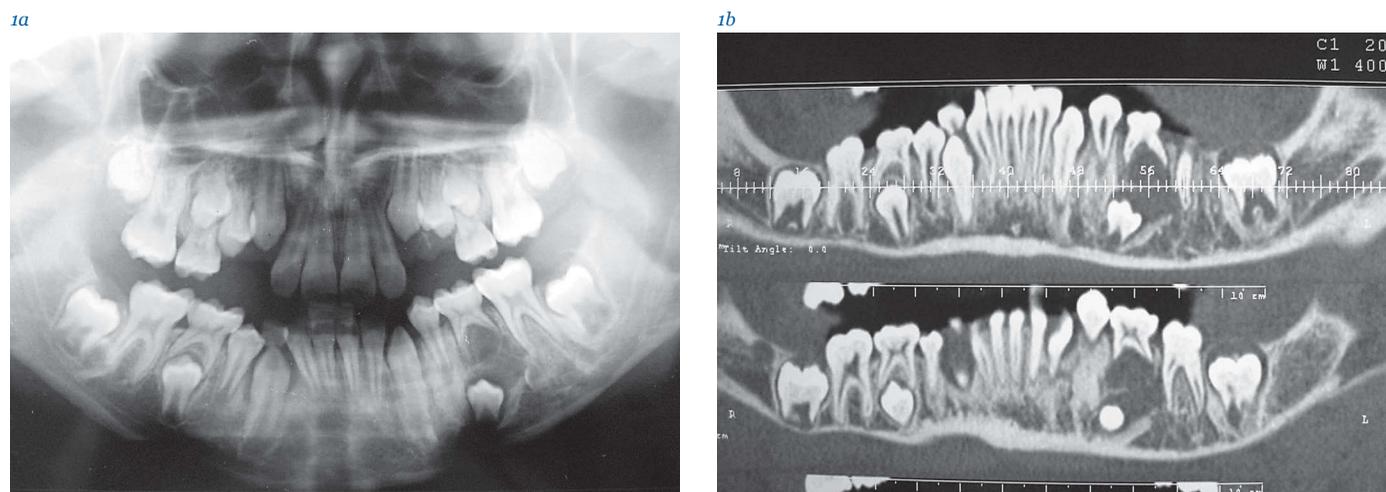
OPT e TC preoperatorie. Evidente la presenza di neoformazione mandibolare osteolitica in corrispondenza dell'elemento dentario deciduo 75 e localizzata coronalmente alla gemma dell'elemento 35. La lesione presenta margini maldefiniti ed è priva di orletto sclerotico periferico
